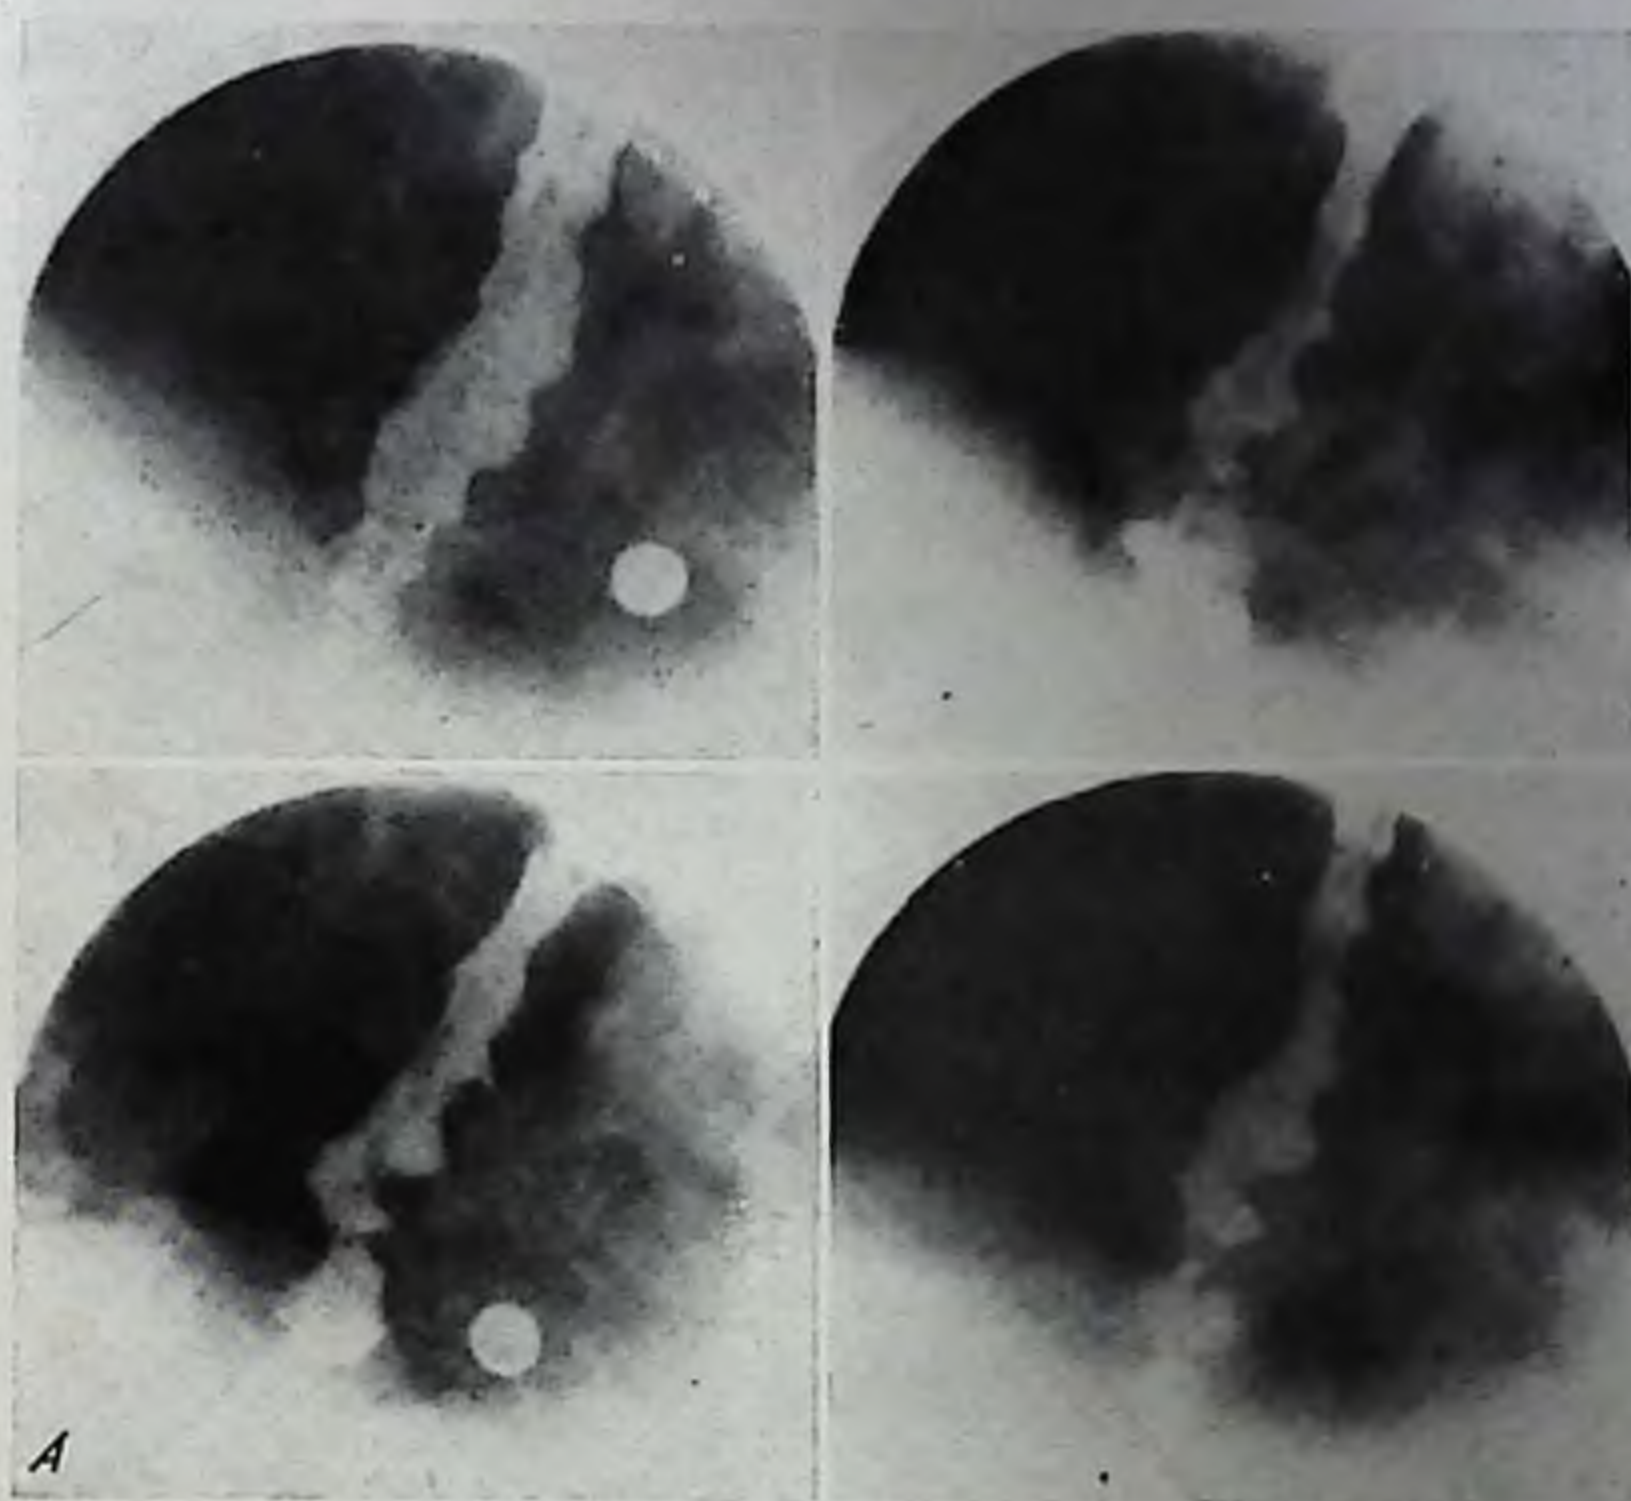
Сочетанная рентгено-эзофаготономография
